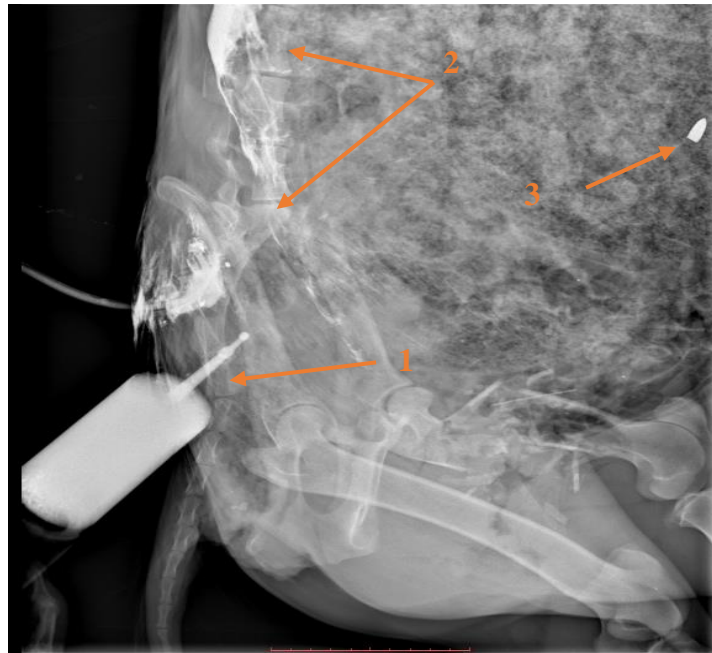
Вульнерографія тазово-кульшової зони: 1 – ємність з рентгеноконтрастом; 2 – порожнини затікання контрасту; 3 – фрагменти БК в черевній порожнині
